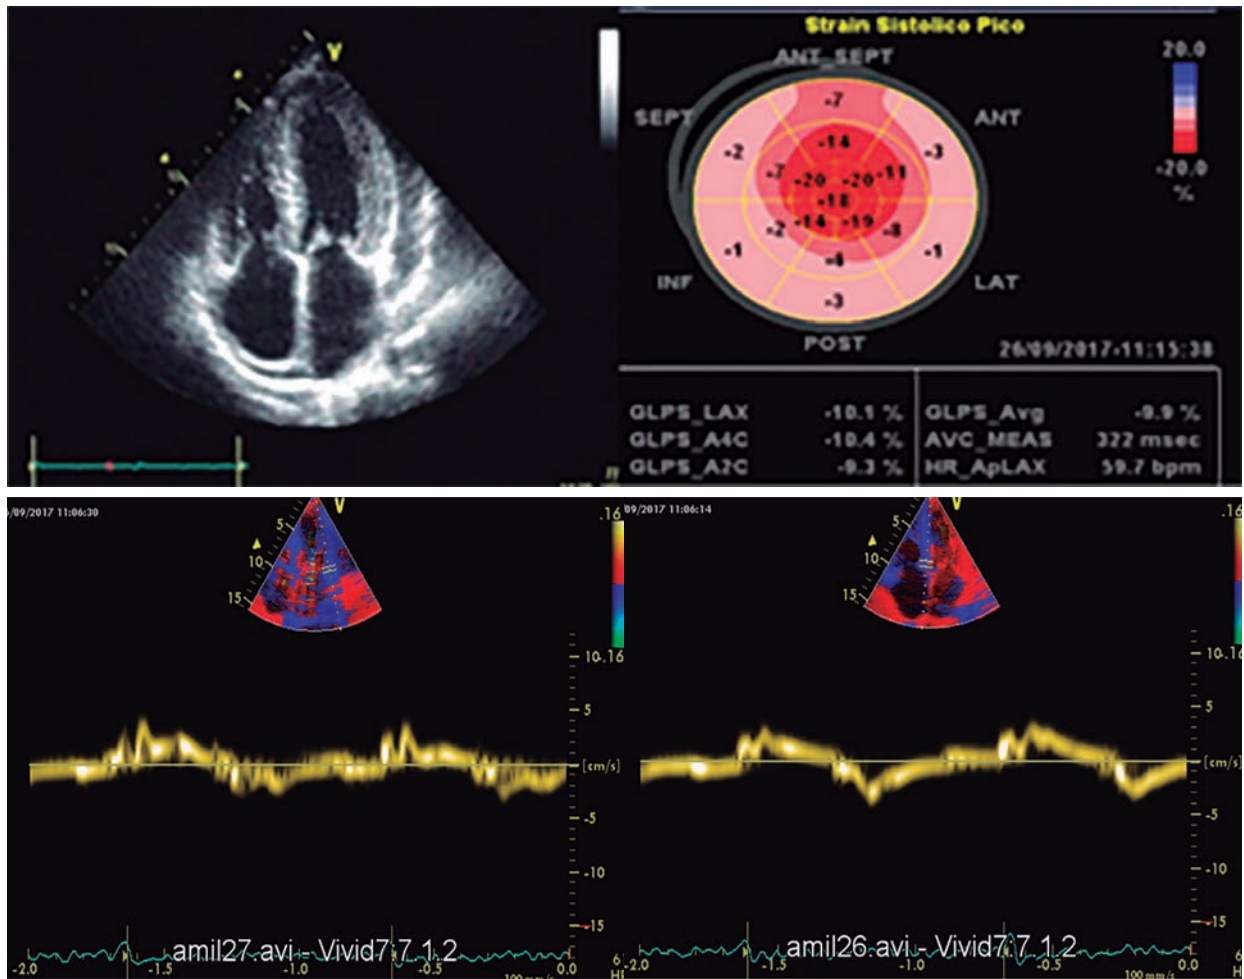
Ecocardiograma Doppler. A. Aumento del espesor biventricular con diámetros conservados. B. Strain con alteración basal contráctil, con conservación de la zona apical. C. Doppler tisular lateral del VI. D. Doppler tisular septal del VI.
